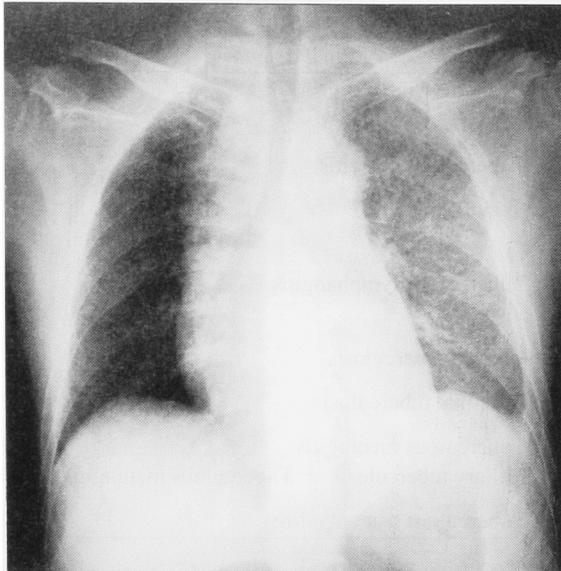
Chest X-ray film on admission, showing diffuse micronodular shadows in the bilateral lung field.
